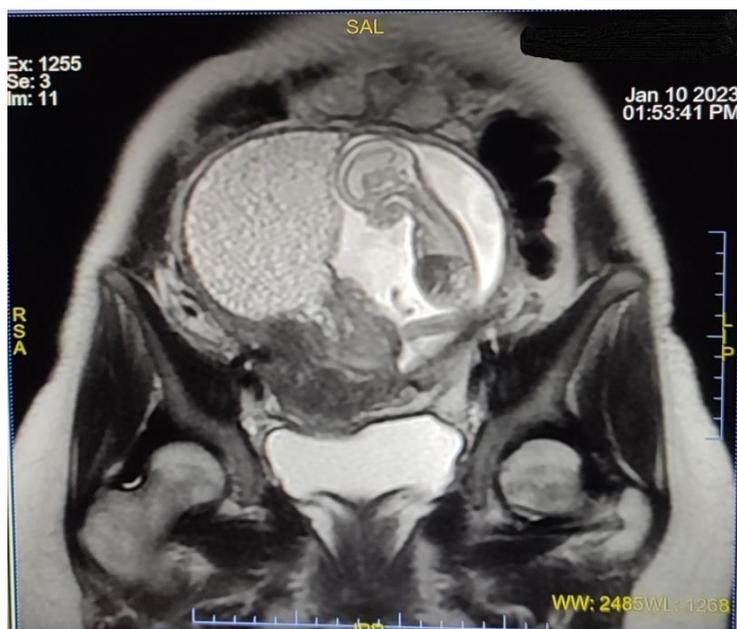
Магнитно-резонансная томография в 15+6 нед.
